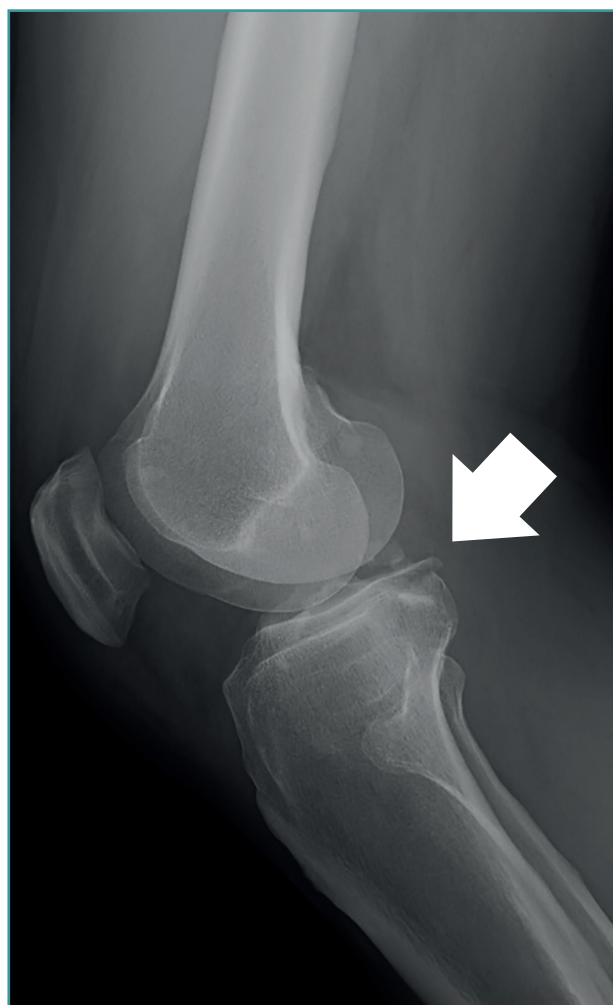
Radiografía de perfil de la rodilla donde se observa la afectación ósea en la parte posterior de la tibia.
